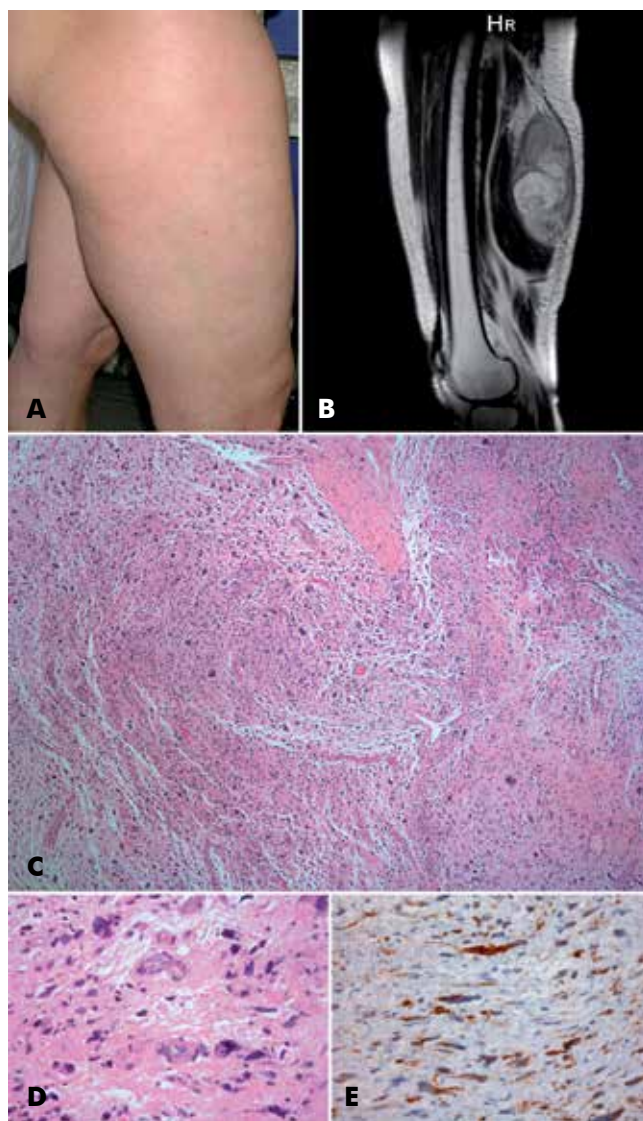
Caso 4: Leiomiossarcoma – (A) Fotografia clínica da doente. (B) Ressonância magnética da coxa direita (C) e (D) Exame histológico de biópsia da lesão, com coloração hematoxilina-eosina. (E) Exame imunohistoquímico com positividade com desmina.
